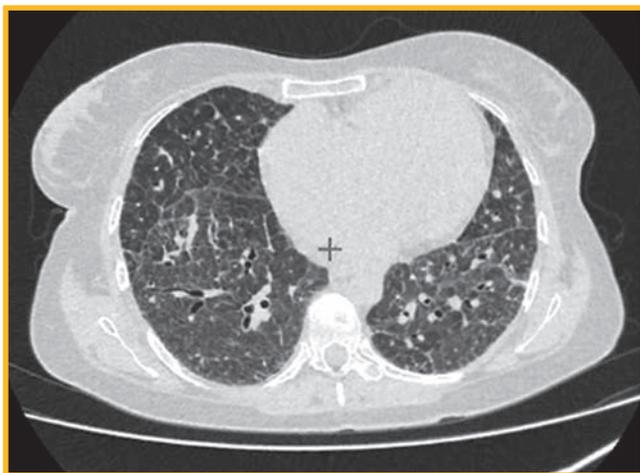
Компьютерная томография органов грудной клетки: центрилобулярное расположение участков «матового стекла», выраженные септальные линии, прикорневая лимфаденопатия
